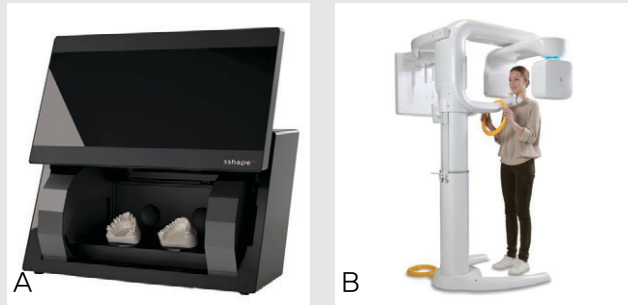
A. 모형 스캔 B. CT 촬영 (해당 이미지는 이해를 돕기 위한 사진으로 실제 증례 사진은 아님)
